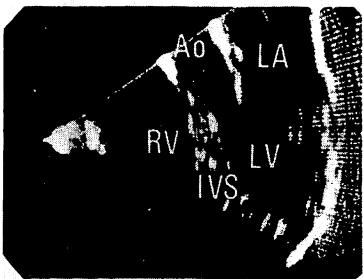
Two-dimensional echocardiographic features in normal subject and atrial septal defect (ASD).
